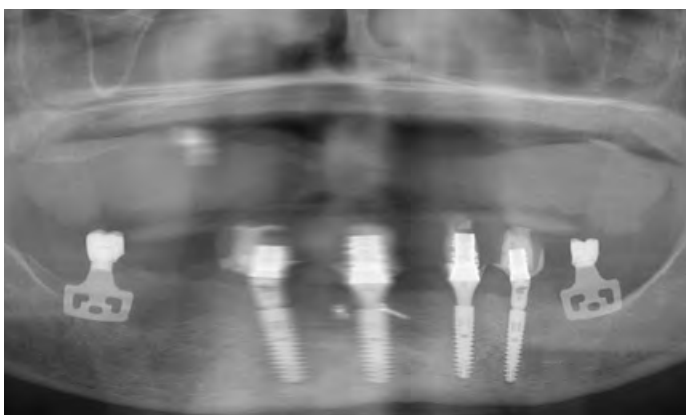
postoperatives Röntgenbild
